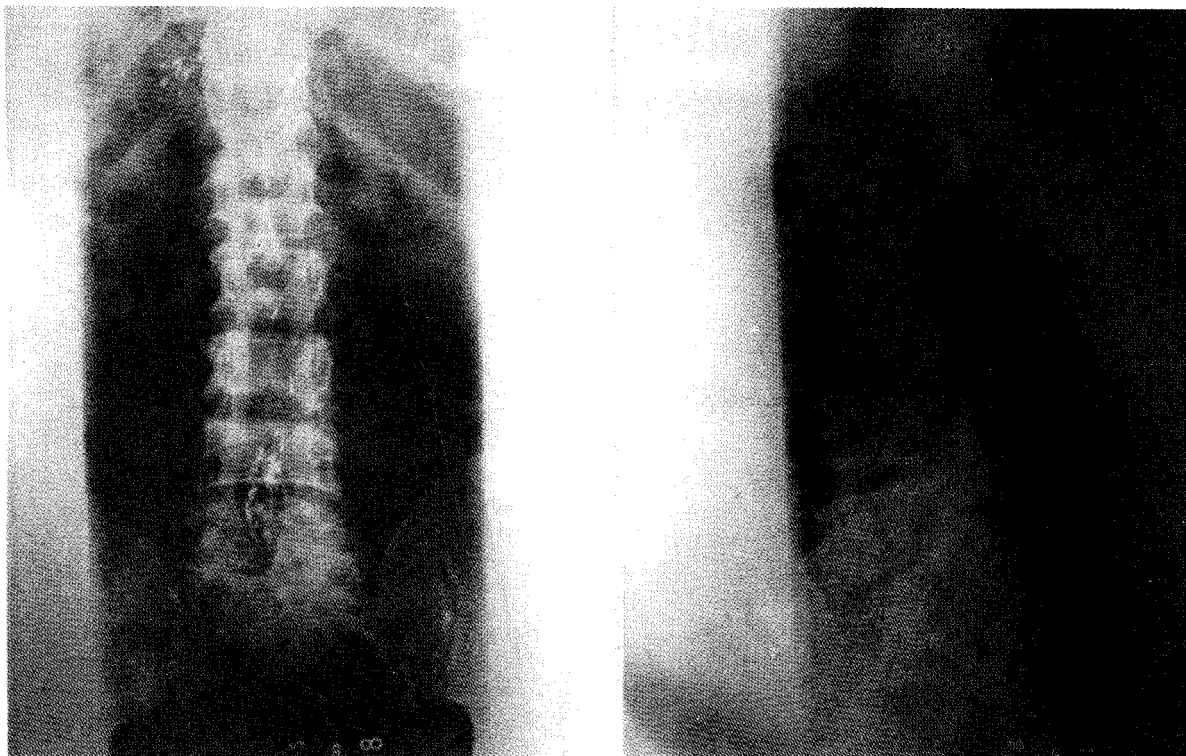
Radiografía post-operatoria. Se observa laminectomía total desde borde inferior de L₂ (clip) hasta borde superior de S₁. Comienza a esbozarse la alteración del disco L₃-L₄. En este momento se hace diagnóstico por punción ósea.
